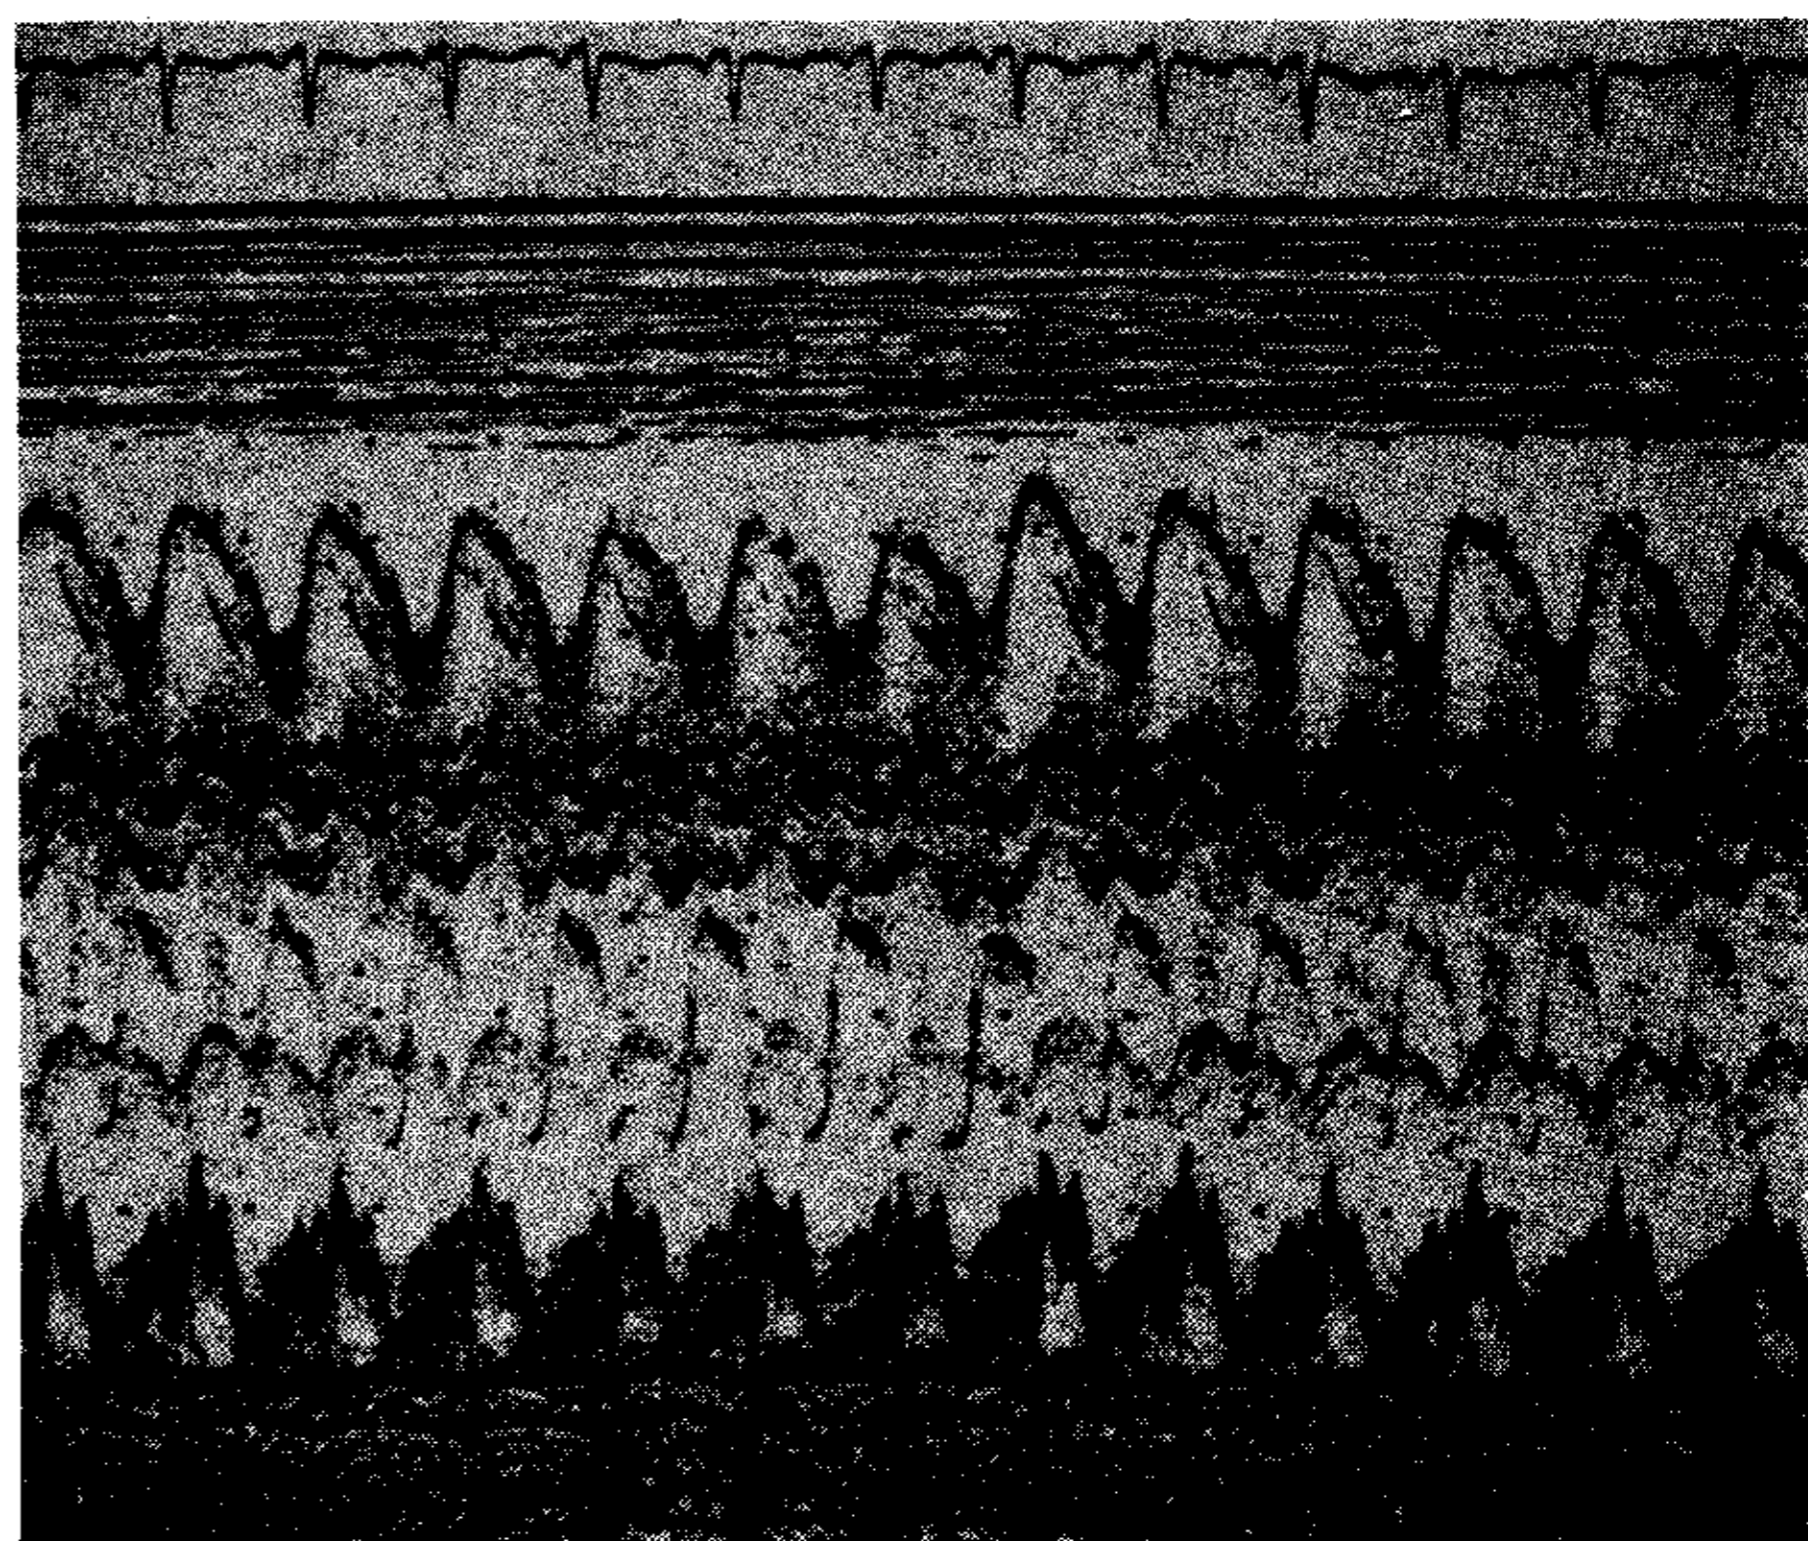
Ecocardiograma obtenido luego de la punción pericárdica y drenaje de 300 ml de líquido hemorrágico, observándose la disminución evidente del derrame.
